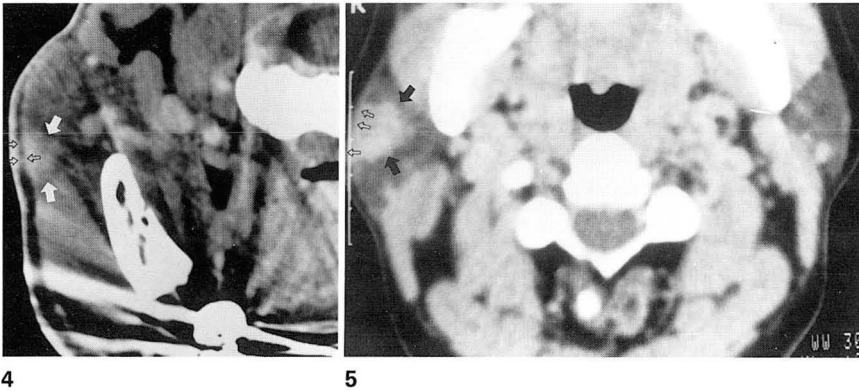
Acinic cell carcinoma in a 43-year-old man with right parotid mass. CT scan shows irregular-margined, relatively homogeneous enhancing mass in anterior portion of right parotid gland (large arrows). Note involvement of superficial layer of deep cervical fascia and irregular enhancement of adjacent subcutaneous fat tissue(small open arrows).
